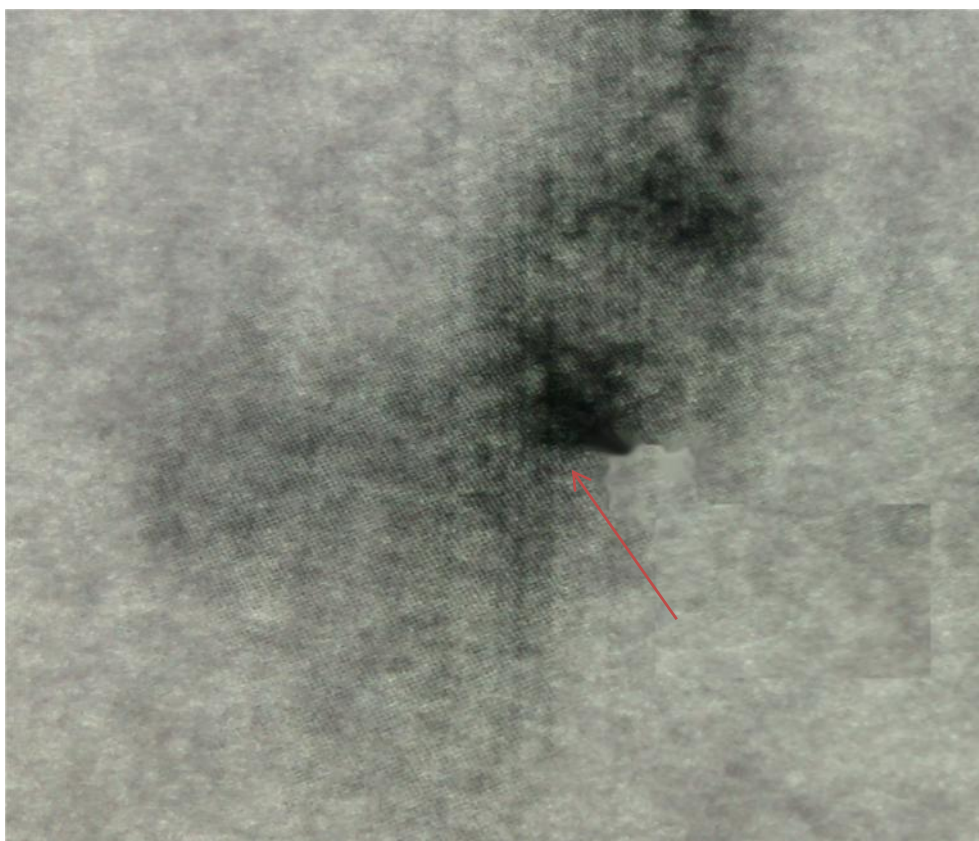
Une scintigraphie montrant une hyperfixation au niveau du col fémoral. (CHU RABAT)
